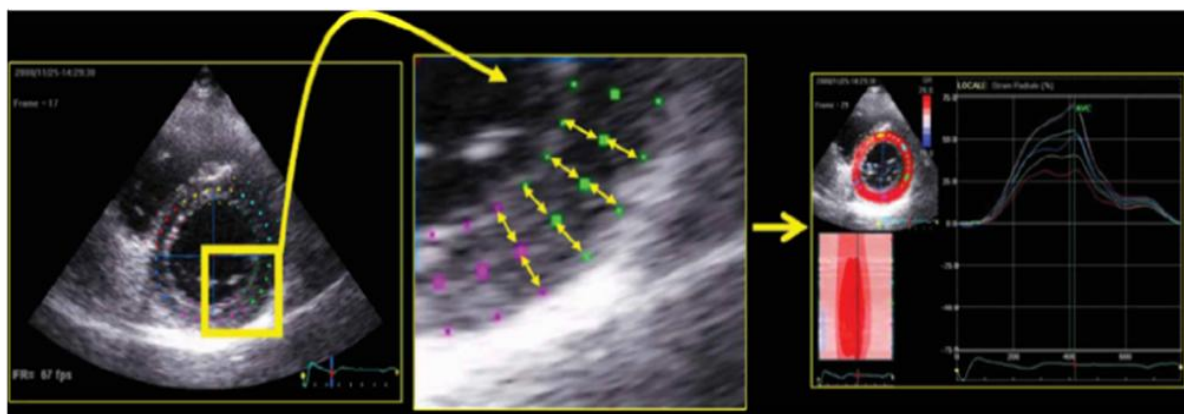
Спекл-трекинг эхокардиографический анализ радиальной деформации миокарда
